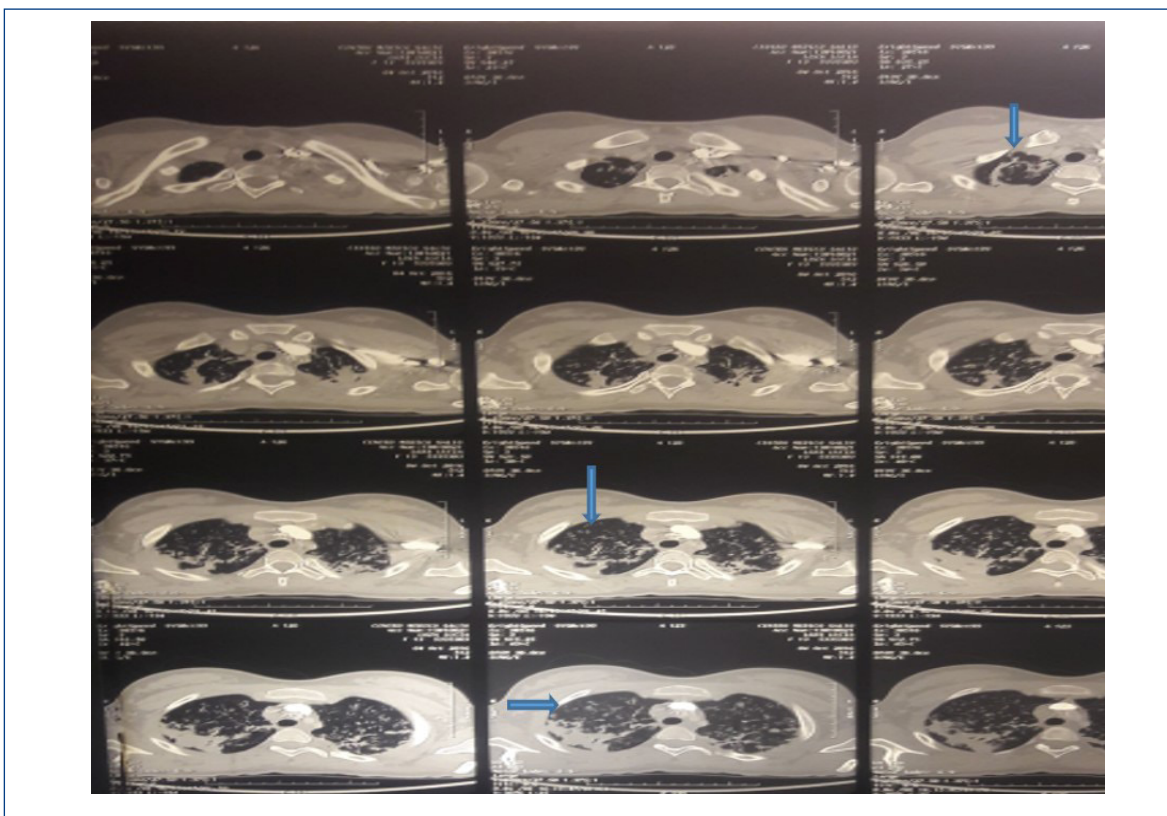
Tomografía de tórax que muestra ventana pulmonar. Flechas azules: muestran distintos cortes los cuales se observan imágenes de cavitación del parénquima pulmonar, consolidación, aspecto de árbol en brote.
